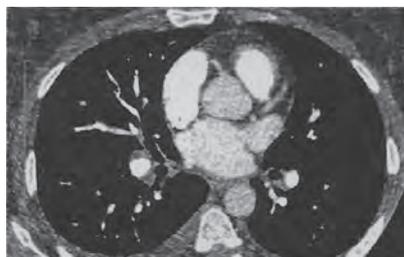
TC corrispondente al piano in A
